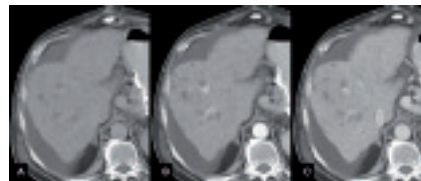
Nódulos de regeneración infartados. TC simple (A) y tras contraste i.v. en fase arterial (B) y portal (C). Paciente con episodio reciente de *shock* hemorrágico por sangrado varicoso. Presenta múltiples lesiones nodulares hipodensas, mejor definidas en la fase portal. El antecedente clínico, junto al hecho de que no estaban presentes 1 mes antes en una TC, permite realizar el diagnóstico de nódulos necróticos. En ocasiones pueden tener un realce parcial variable que simula un CHC infiltrante. En secuencias potenciadas en T2 son hiperintensos
